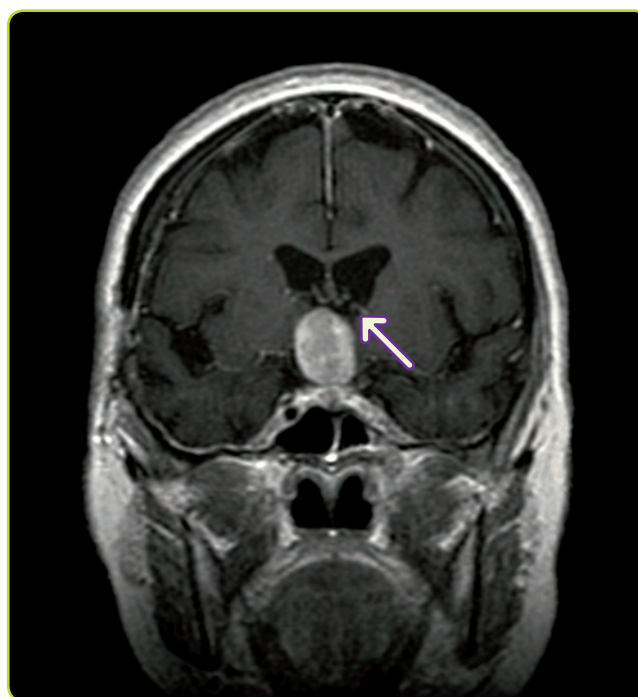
Craneofaringioma. RM coronal (T1) con gadolinio que muestra una masa supraselar que capta contraste intensamente con focos de ausencia de realce que corresponden a calcio. La masa comprime el III ventrículo (flecha).
